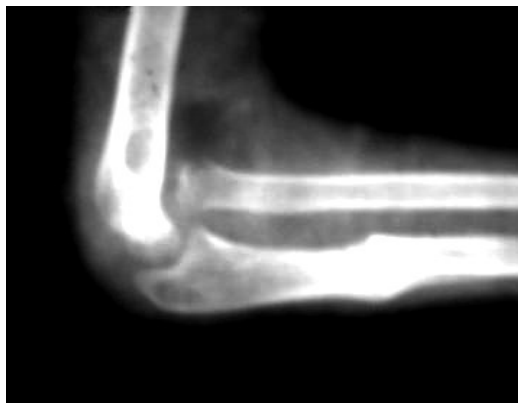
Radiografías 3 meses después de operada, A- vista anteroposterior. B- vista lateral
